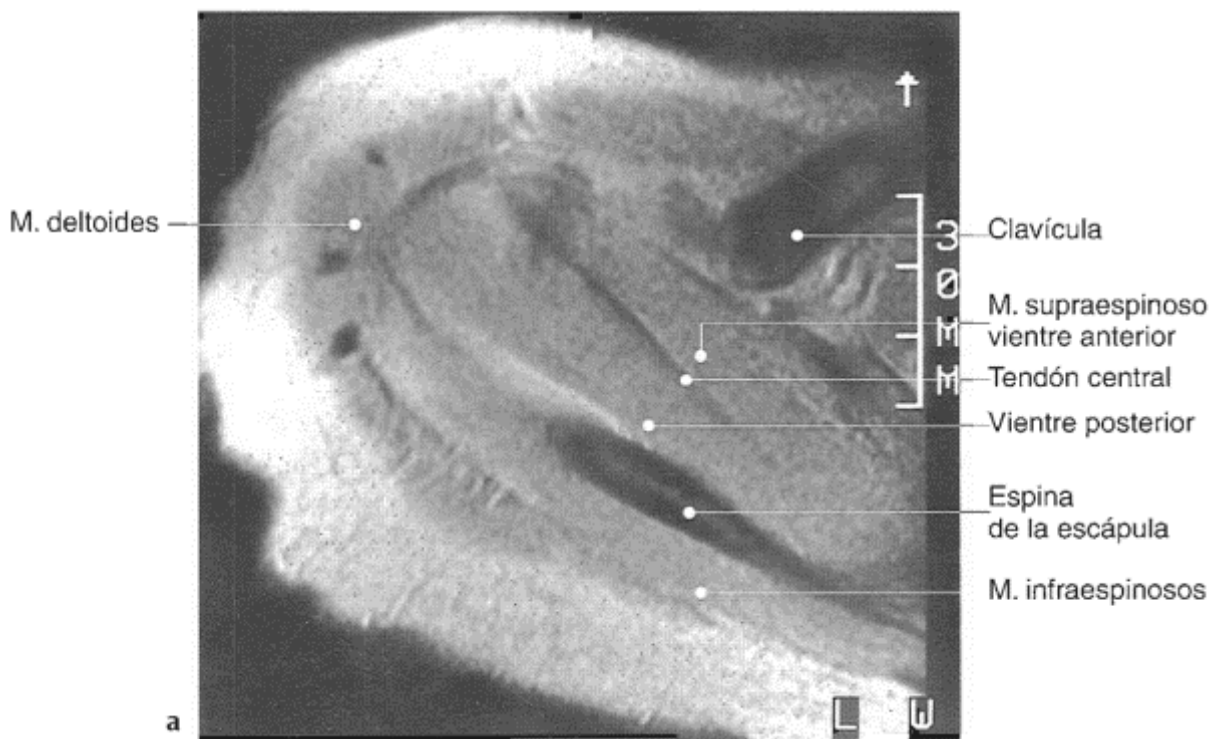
anatomía de musculo supraespinoso en plano transversal (12) Redoune en 2017 describió los protocolos más usados para el estudio de resonancia y artroresonancia para valoración de hombro.
